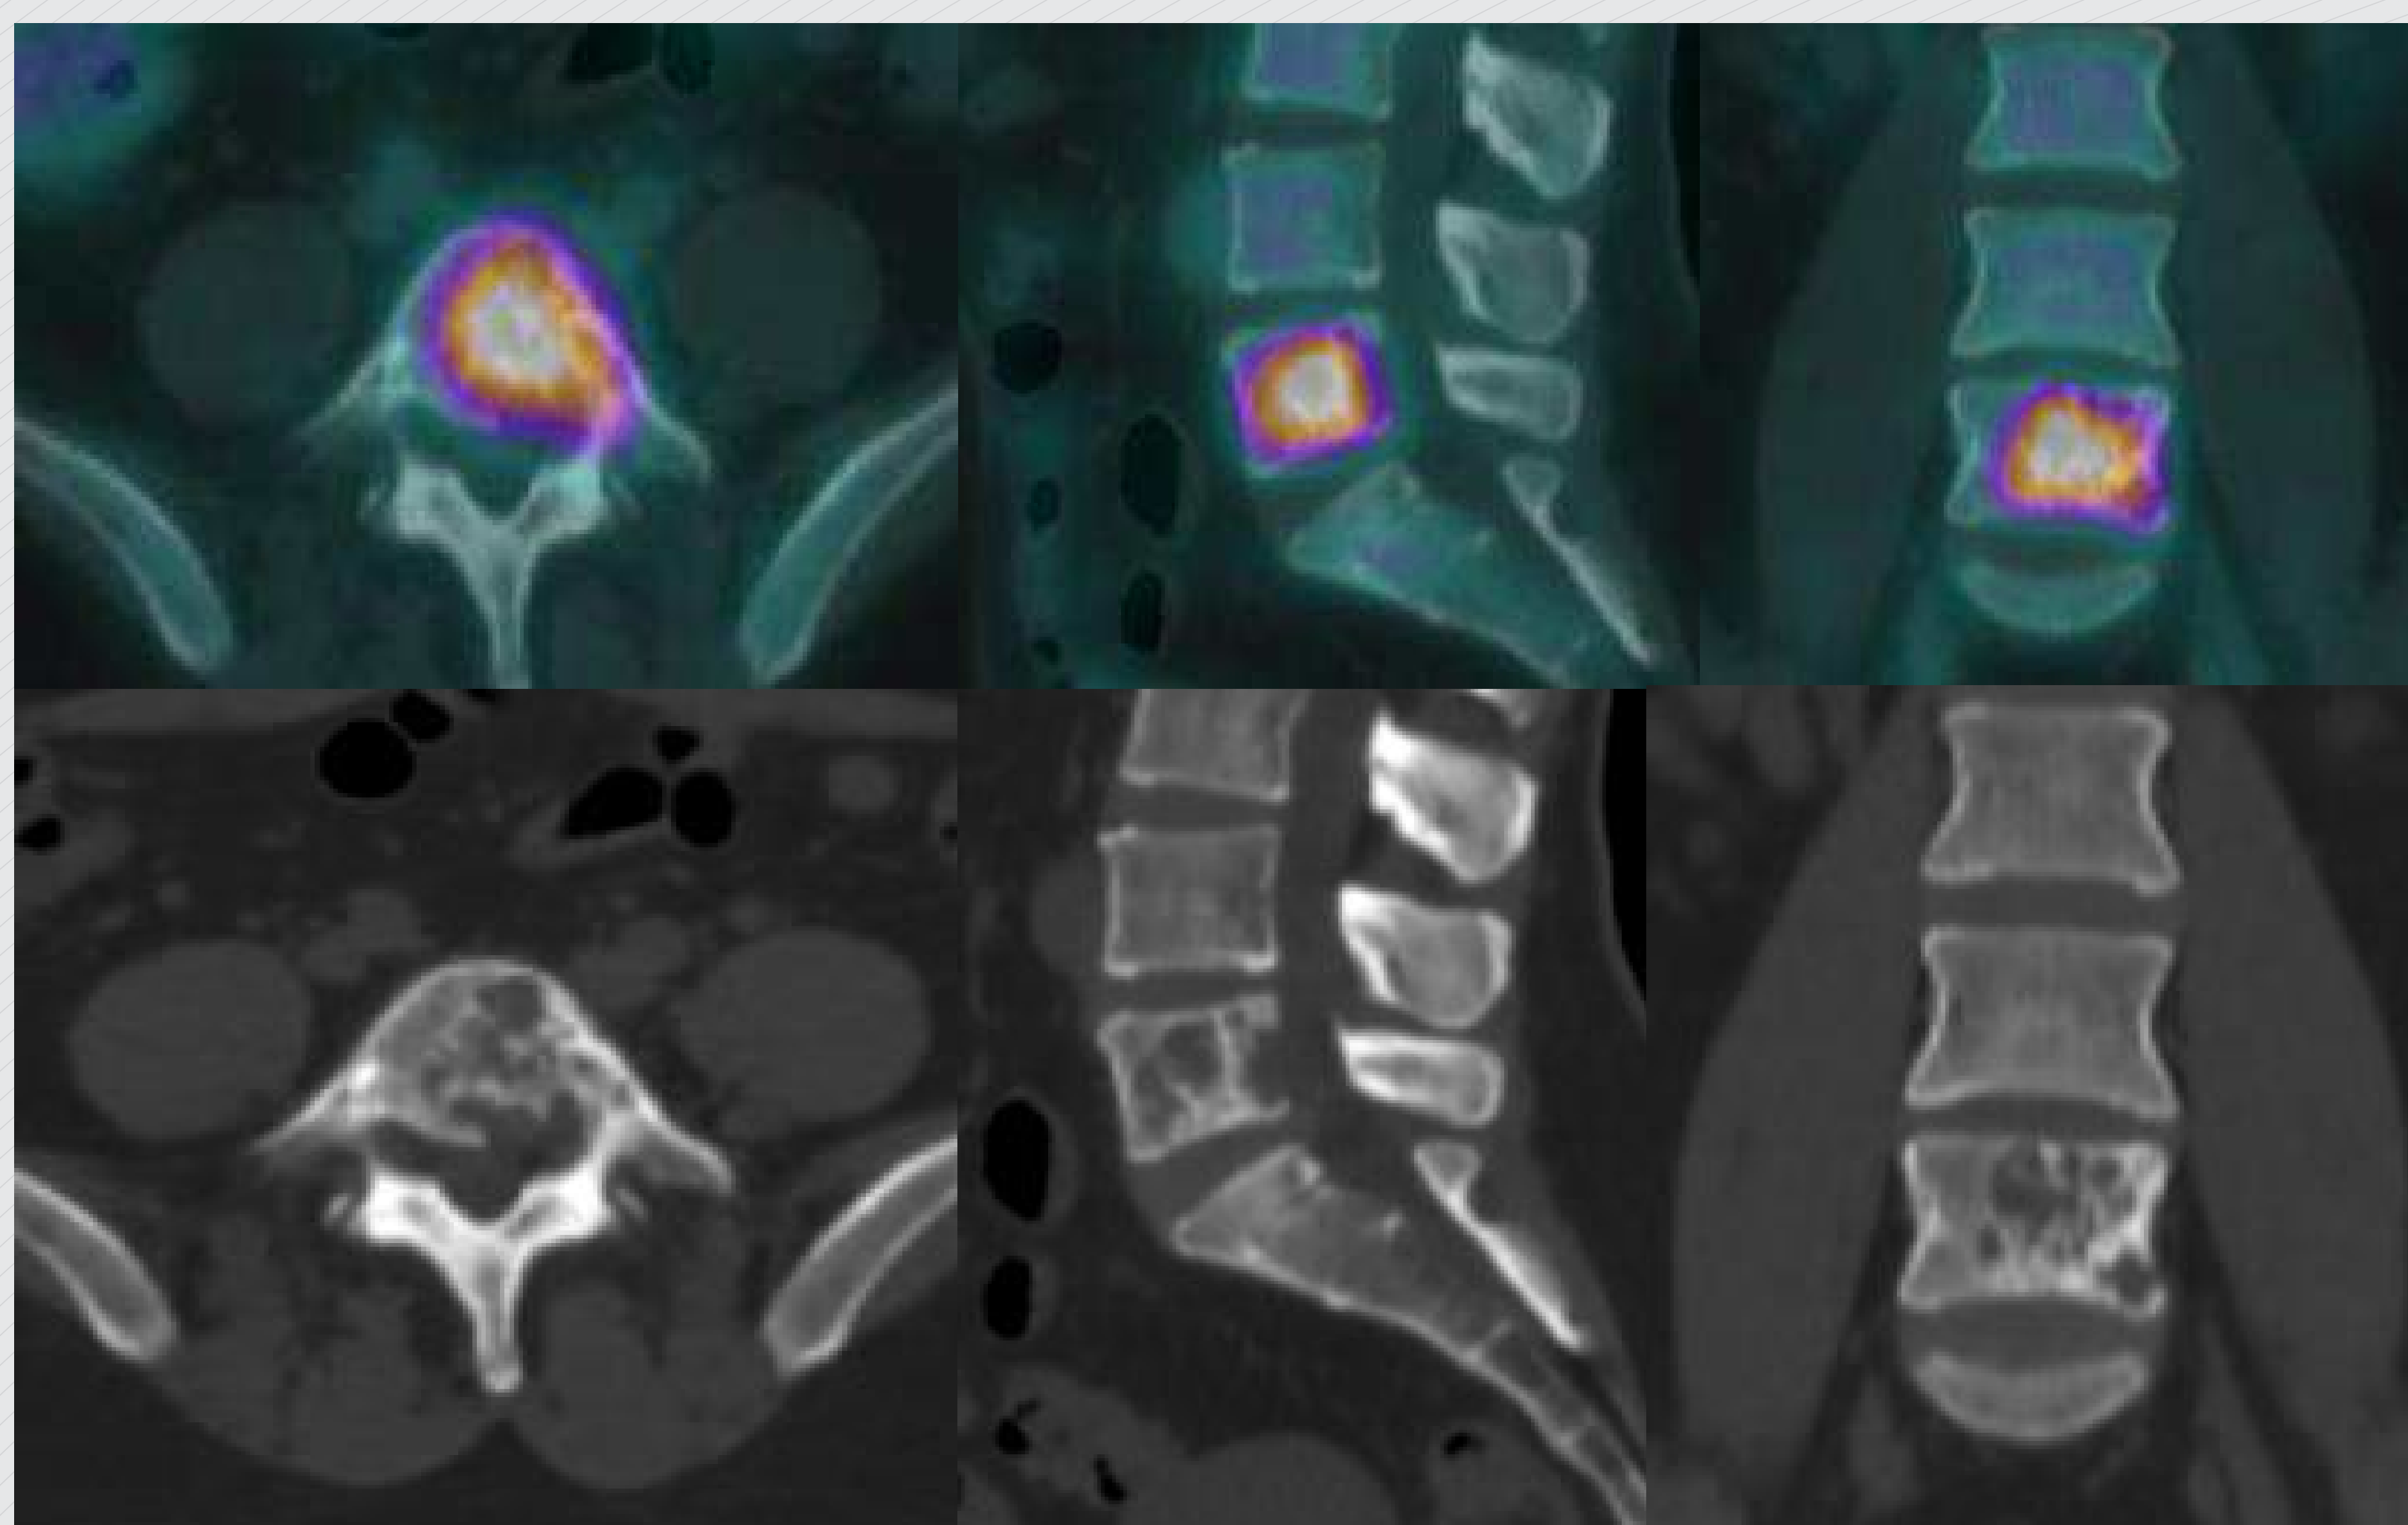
Imagens de fusão das imagens PET com as imagens tomográficas de CT (PET/CT) demonstram o aumento do metabolismo na lesão lítica no corpo vertebral de L5.
